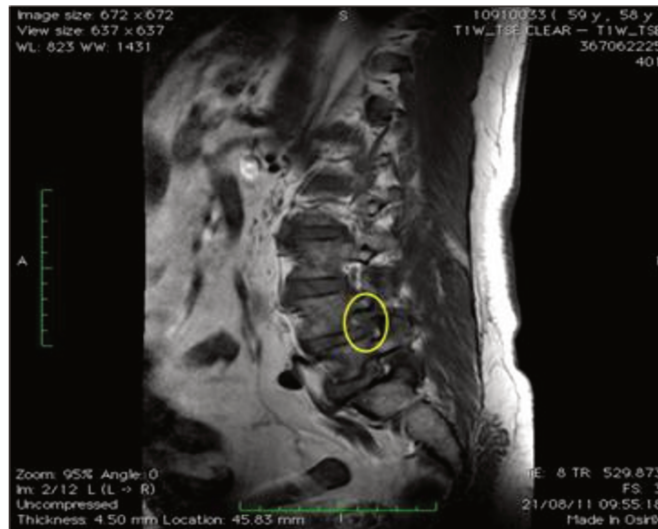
Exame de RM em corte sagital mostrando o comprometimento do forame no nível L4-L5.
